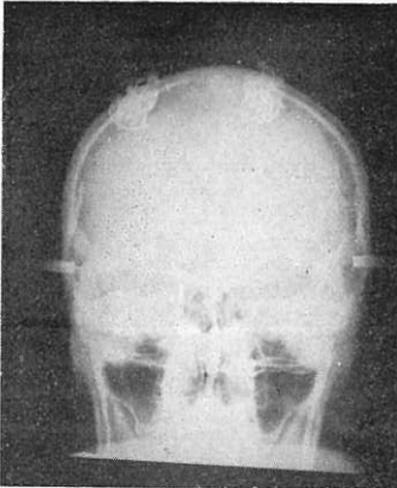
Radiografía A.P. con electrodos implantados con métodos estereotáxicos.
